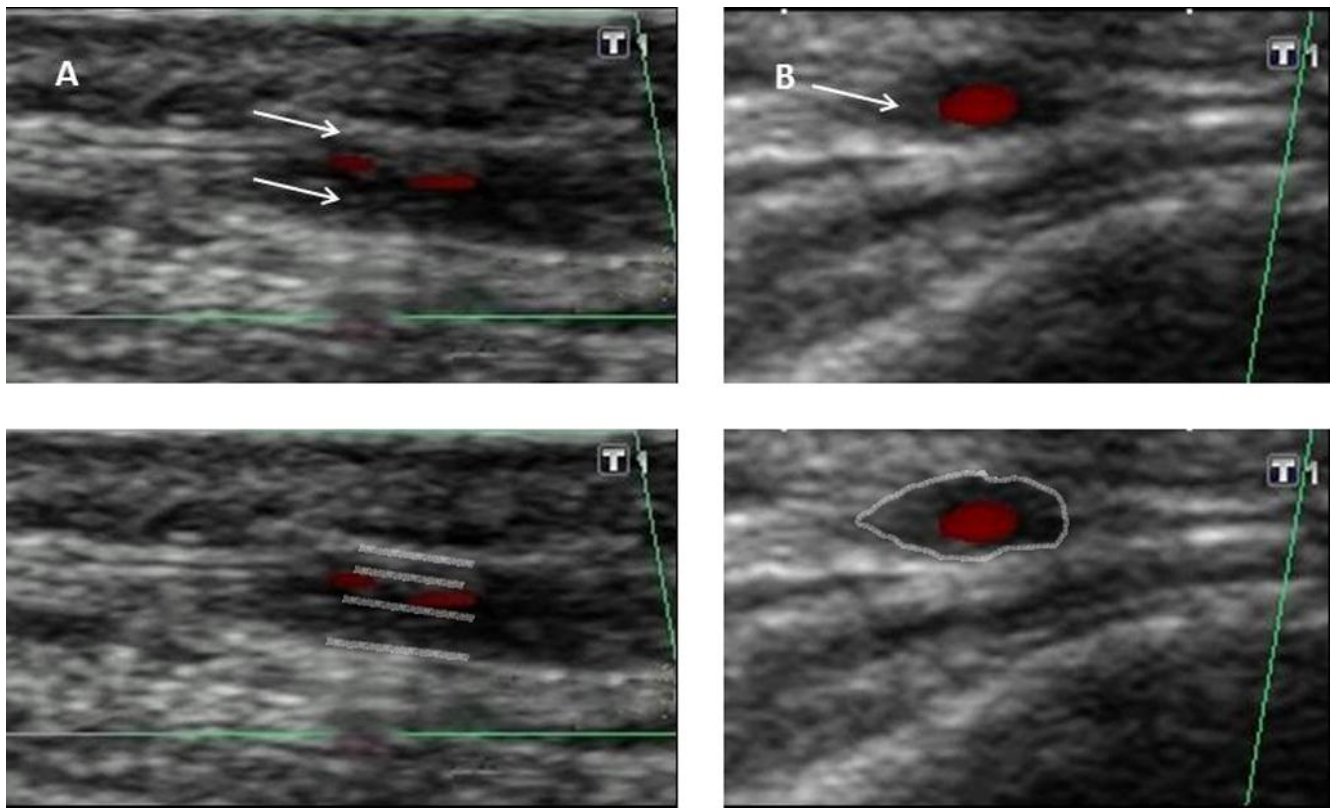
Ecografía dúplex color de la rama frontal de la arteria temporal izquierda antes de iniciar el tratamiento con prednisona (A. Plano longitudinal y B. Plano transversal). Se aprecia un halo hipoeoico rodeando el lumen arterial, delimitado y señalado con flechas.
